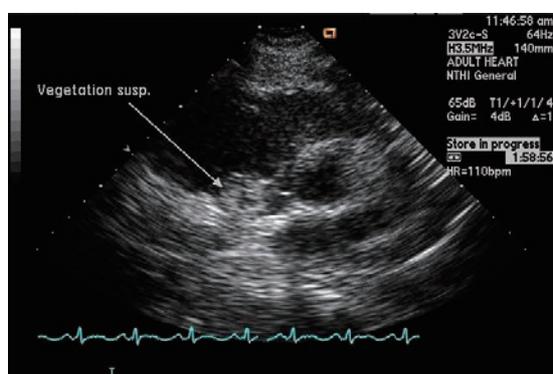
Transthoracic echocardiogram on the third hospital day
